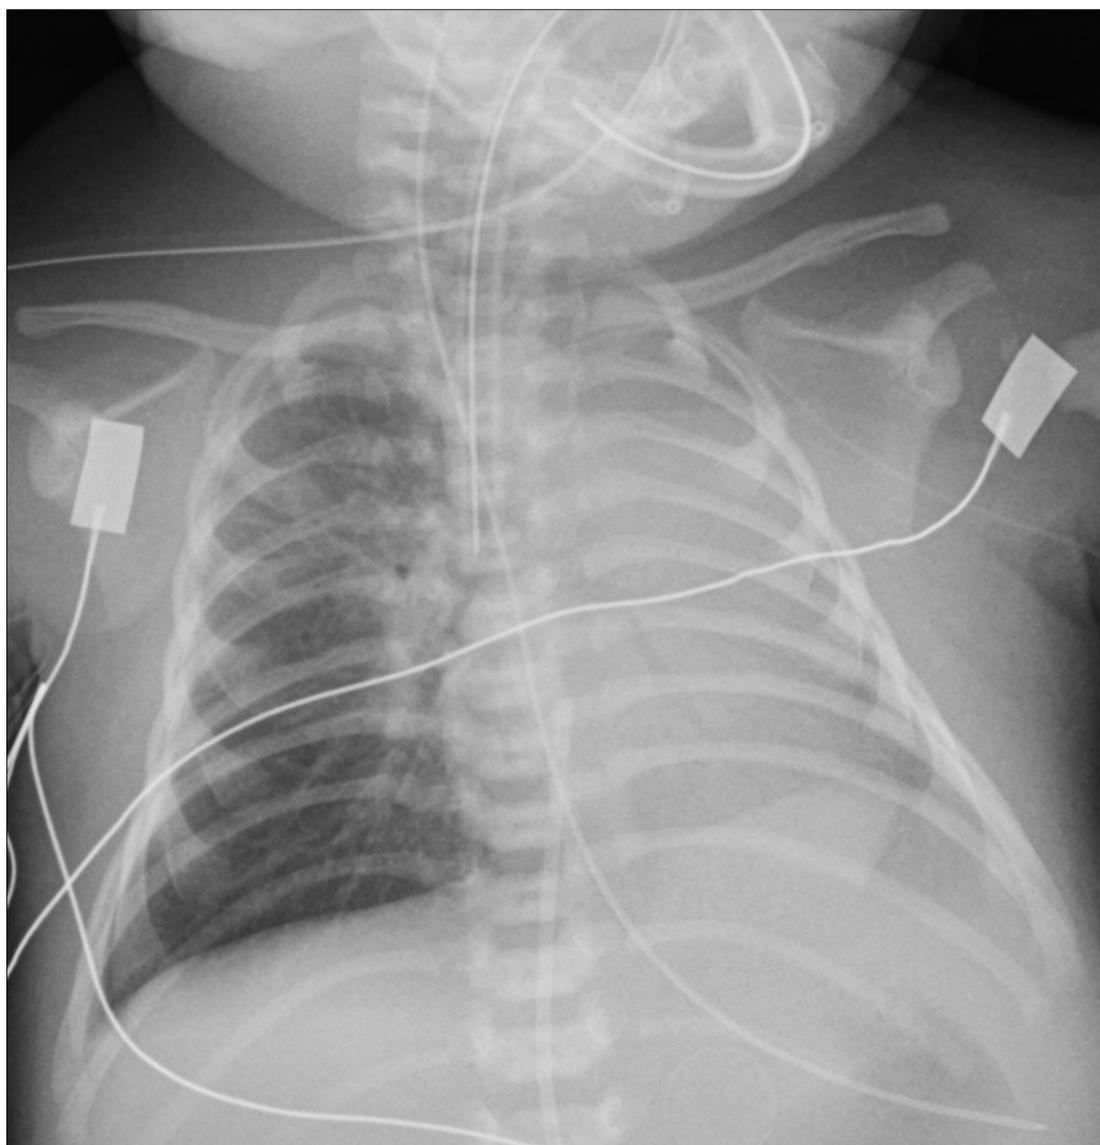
Radiografía AP de tórax.
